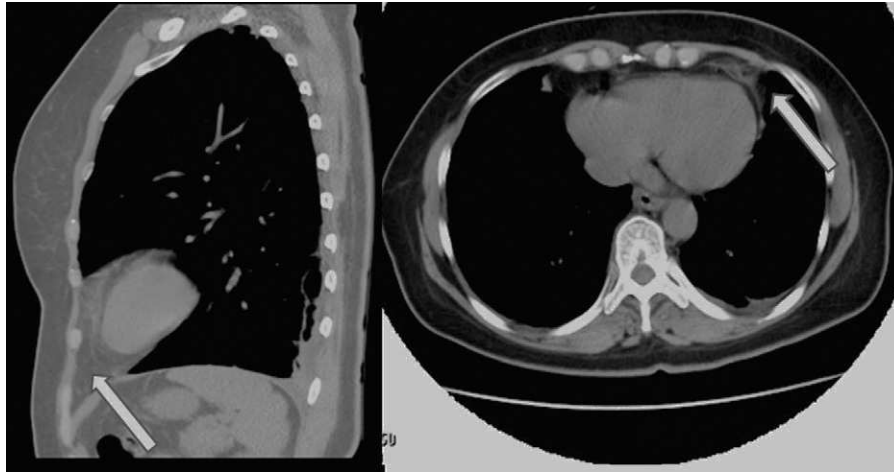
Tomografía computarizada con lesión de grasa encapsulada pericárdica con cambios inflamatorios (bandas densas y/o engrosamiento del pericardio adyacente).
